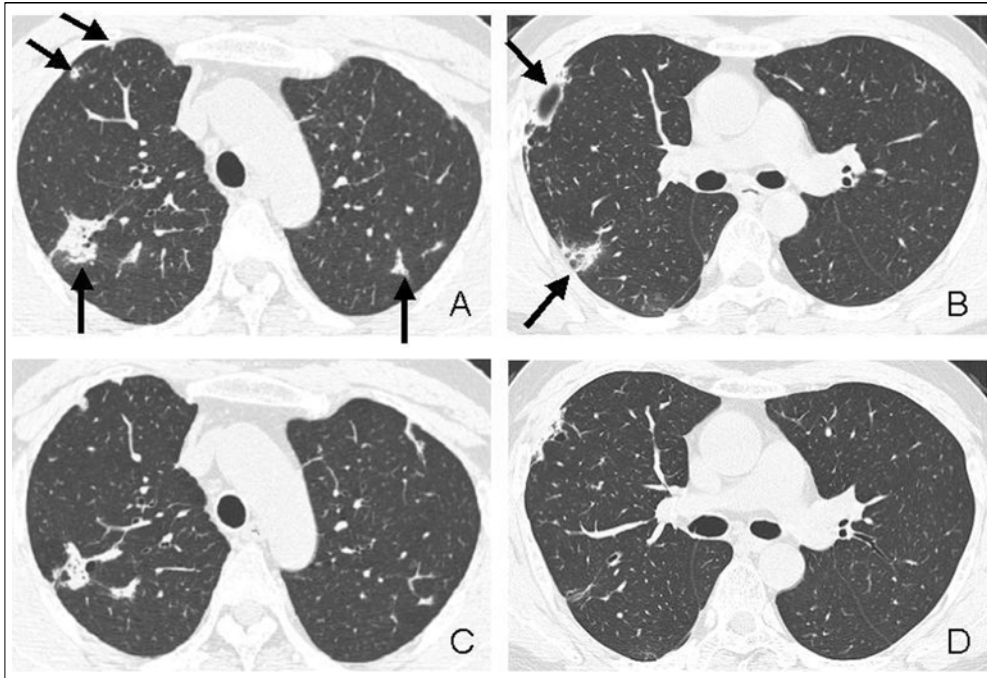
Lung window of transaxial enhanced CT (1.25-mm collimation) scans done at initial diagnosis, where aortic arch level (A) and right bronchus intermedius level (B) shows irregular shaped nodules, reticular lesions and both upper lobe consolidation with subpleural area (arrows). Lung window scan obtained after 3 months treatment on same level (A) and (B) demonstrating decrease of previous noted (C, D) lesions.
